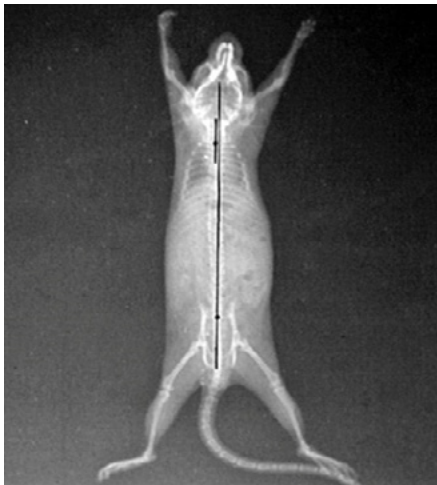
Radiografía inicial que muestra la escoliosis fisiológica de los ratones.
